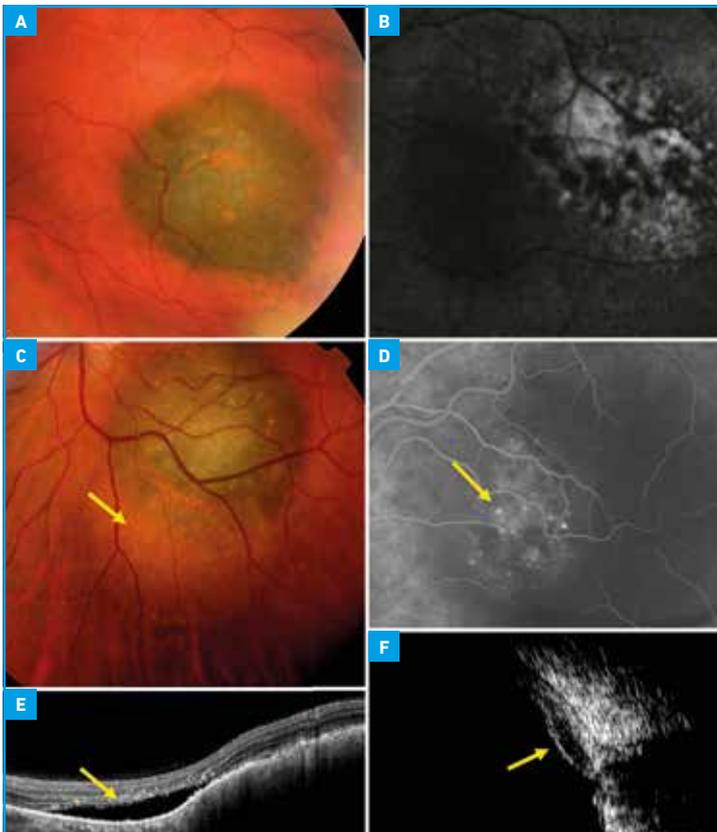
Nævus choroïdiens suspects. A. Pigment orange au fond d'œil. B. Pigment orange en autofluorescence. C. Décollement séreux rétinien au fond d'œil. D. Pin point en angiographie à la fluorescéine. E. Décollement séreux rétinien en OCT. F. Lésion en dôme hypochogène en échographie B.
